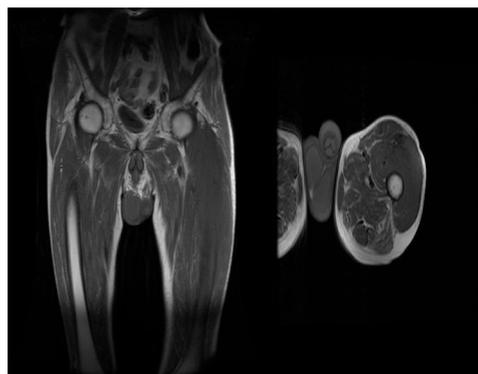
A la derecha se observa un corte sagital de la RMN musculoesquelética y a la izquierda un corte coronal, donde se aprecia la extensión de la afectación tumoral a este nivel.
